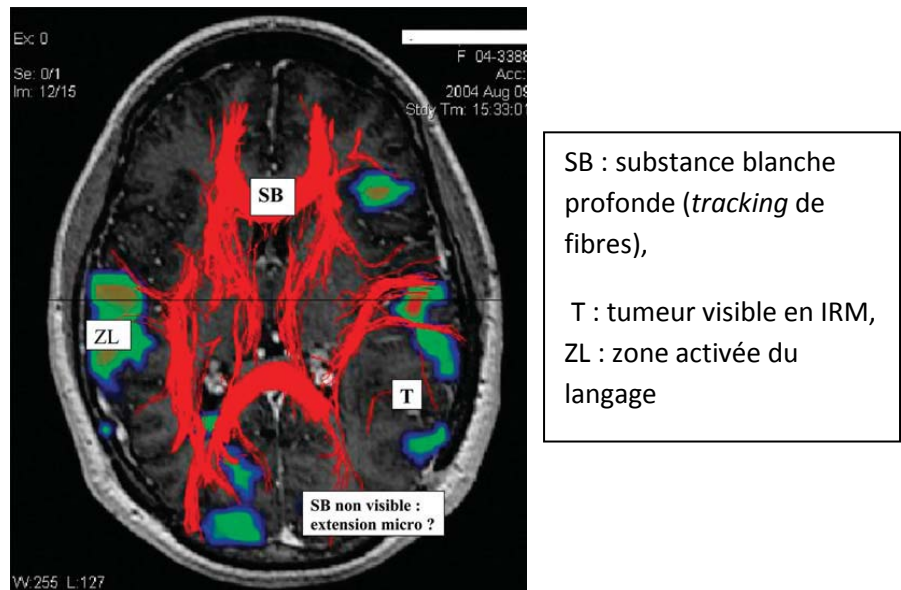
IRM d'activation et de tenseur de diffusion[17].
